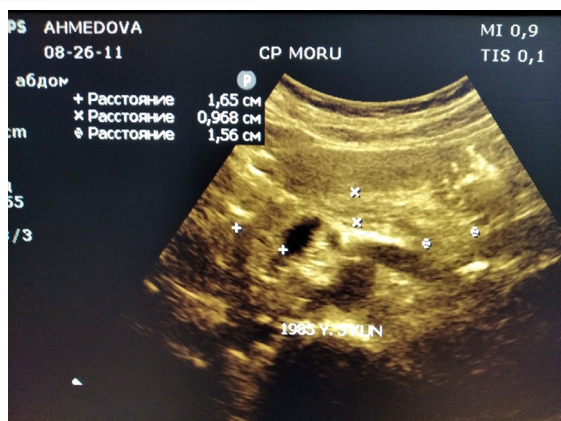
УЗИ картина поджелудочной железы у COVID-19 инфицированного больного без сахарного диабета на 3-е сутки от начала заболевания.
